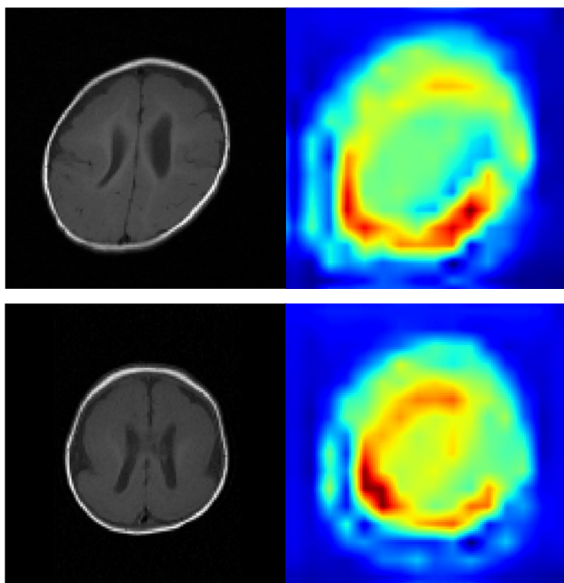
予測画像と Guided Grad-CAM による MRI ヒートマップ出力結果 (上 : DCX 下 : LIS1)
